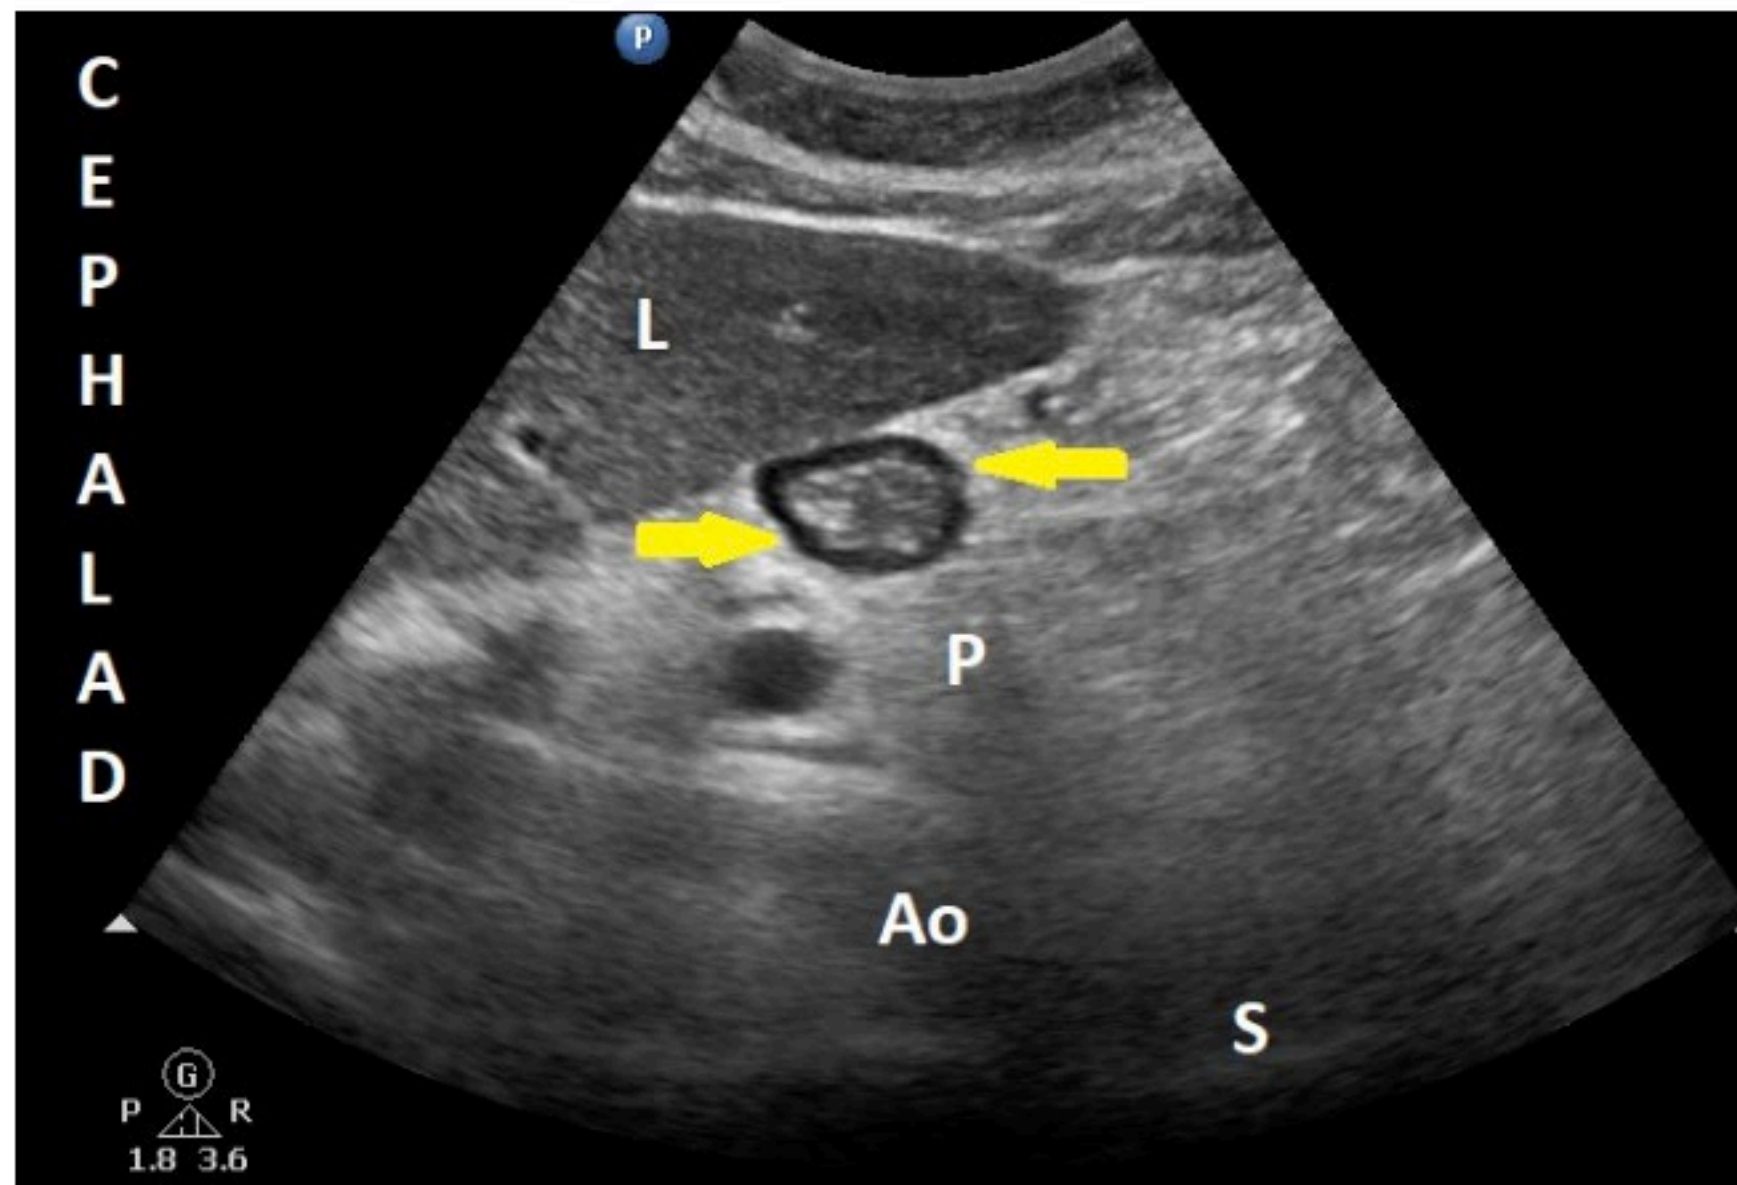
Sonographic image of the antrum in an empty stomach
